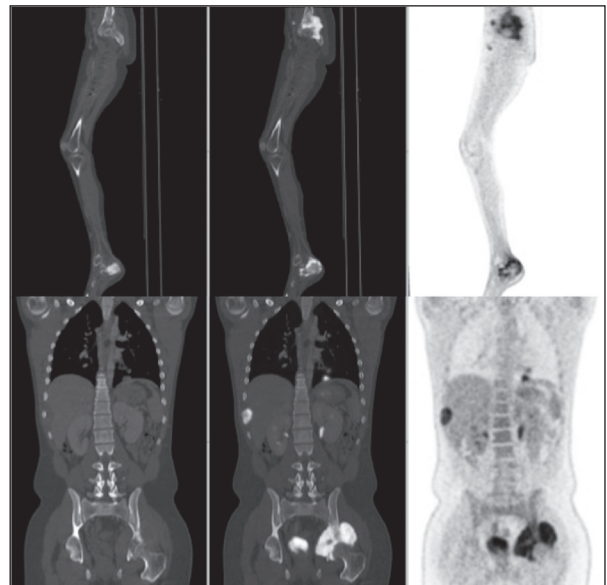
Varón de 14 años con sarcoma de Ewing en calcáneo izquierdo. En el estudio PET-TC ^{18}F -FDG se observó extensa enfermedad metastásica ganglionar, pulmonar, hepática y ósea.
